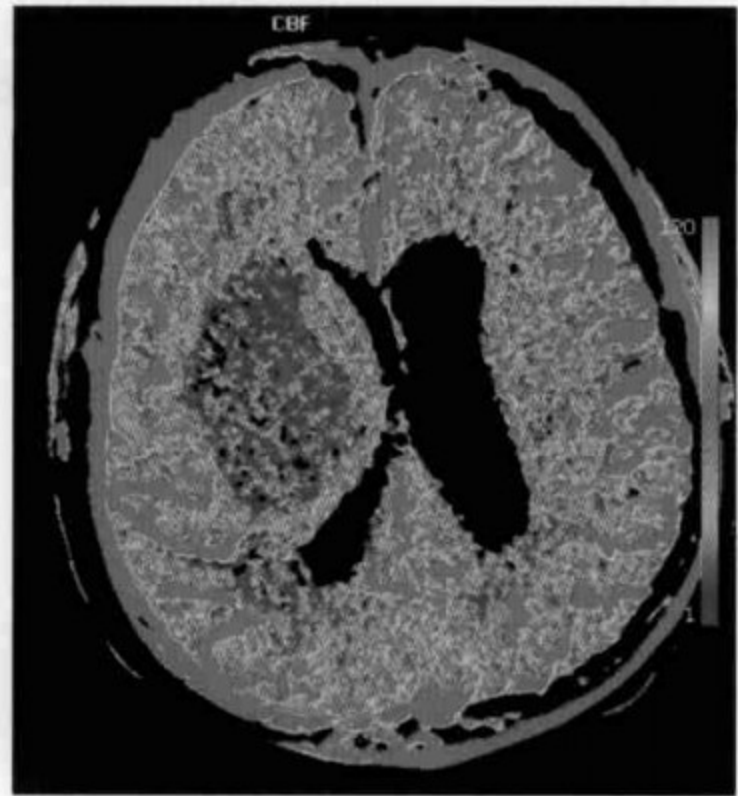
为图 92 同一病例 CT 灌注参数图, rCBF 参数图显示血肿周围依然存在不同程度的低灌注
